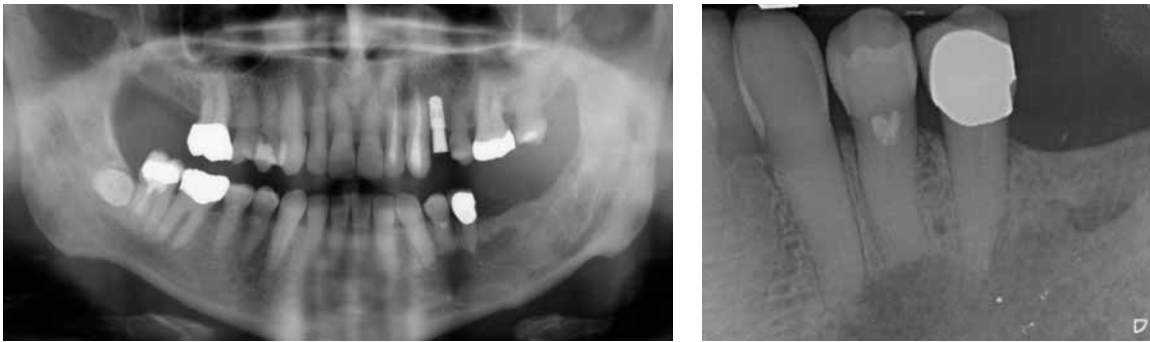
Das Orthopantomogramm und der Röntgenmundfilm zeigen eine Resorption der Wurzelspitzen der Zähne 33, 34 und 35.
